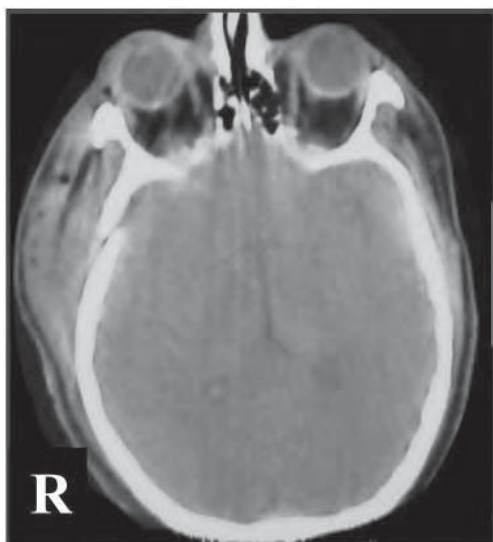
/2.- TAC de cráneo. Edema cerebral difuso en paciente con trauma severo de cráneo. Se observa un cefalohematoma derecho, borramiento de los surcos cerebrales y colapso ventricular.
